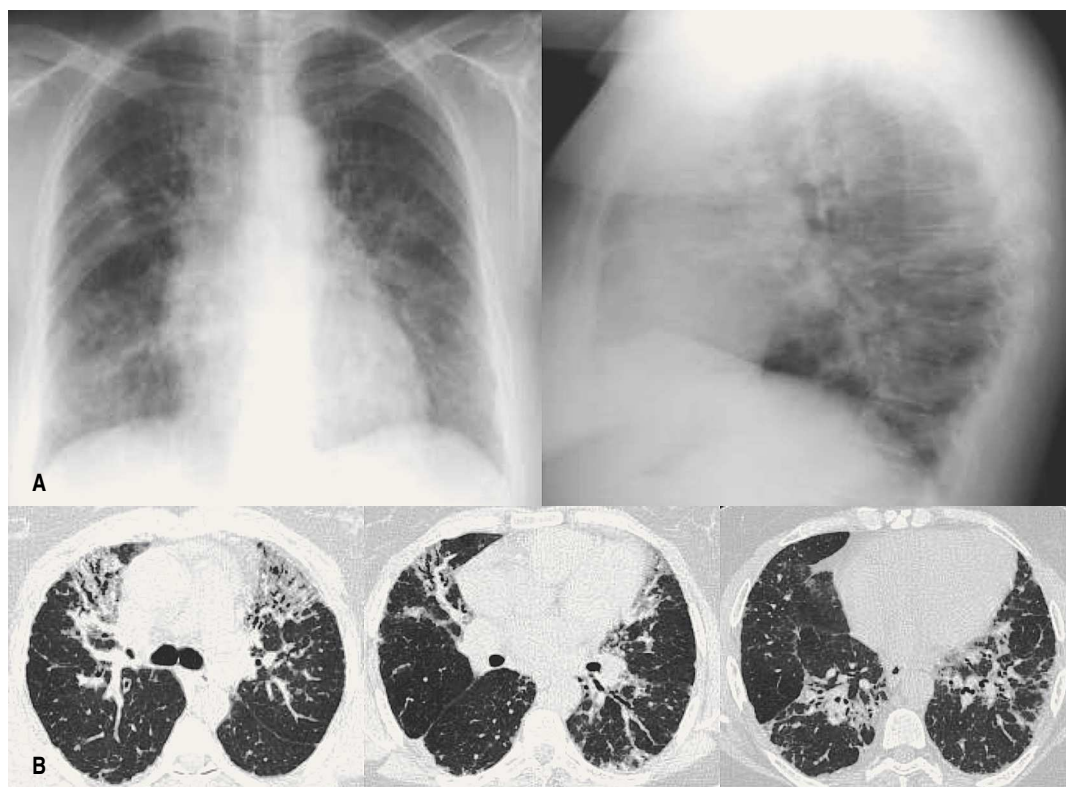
Pneumonia intersticial em doente com síndrome de Sjögren – Rx tórax (A) e TC torácica (B)
